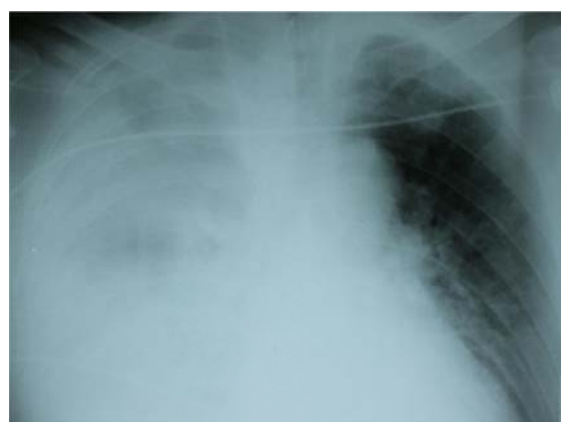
Рентгенограмма органов грудной клетки пациента Б. от 24.09.15 г. Справа легкое аппневматизировано, тень суммарная — за счет жидкости и инфильтратов. Справа — признаки венозного застоя малого круга кровообращения
